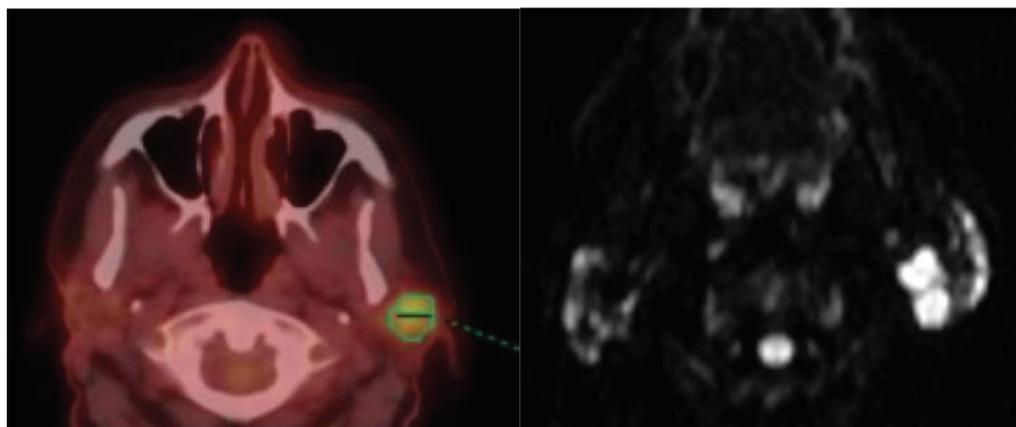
PET-TC (izquierda) y RM de difusión (derecha).
